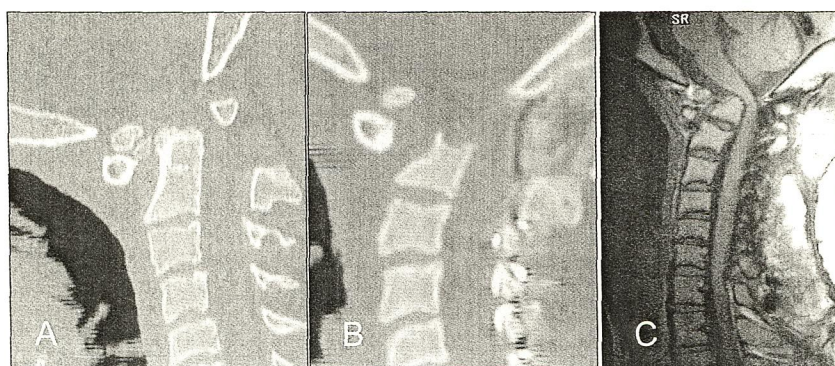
上位頸椎側方進入・歯突起切除例（15歳，男児）：後方手術ののち二期的に歯突起を切除し神経症状の良好な改善が得られた（A：術前3D-CT，B：術後3D-CT，C：術後MRI）。
